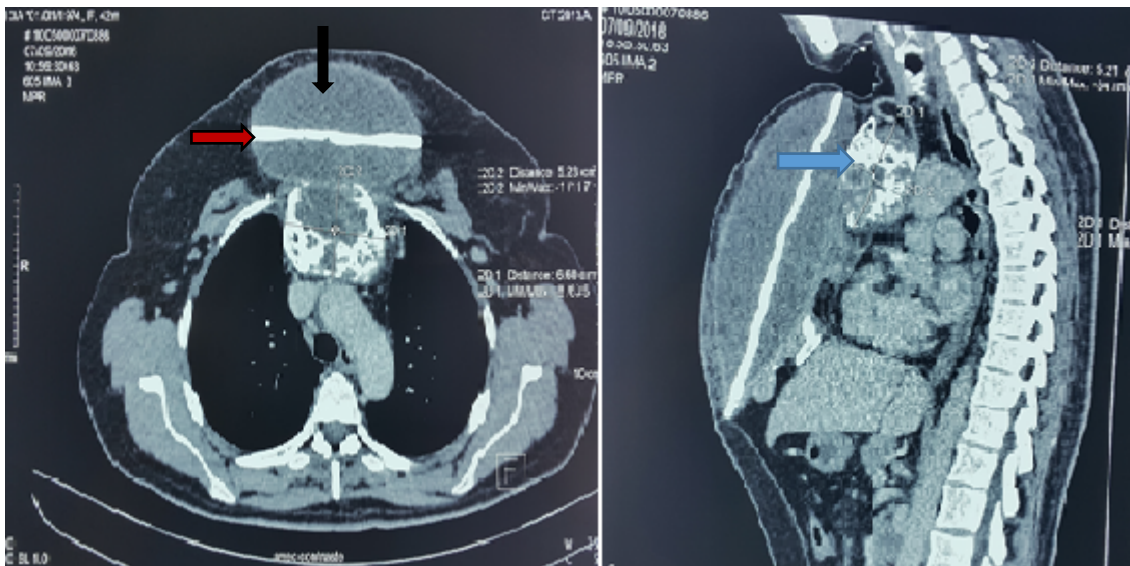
TDM thoracique : plaque prothétique (flèche rouge) entourée d'une collection (flèche noire) avec récurrence tumorale au niveau du manubrium (flèche bleue).
